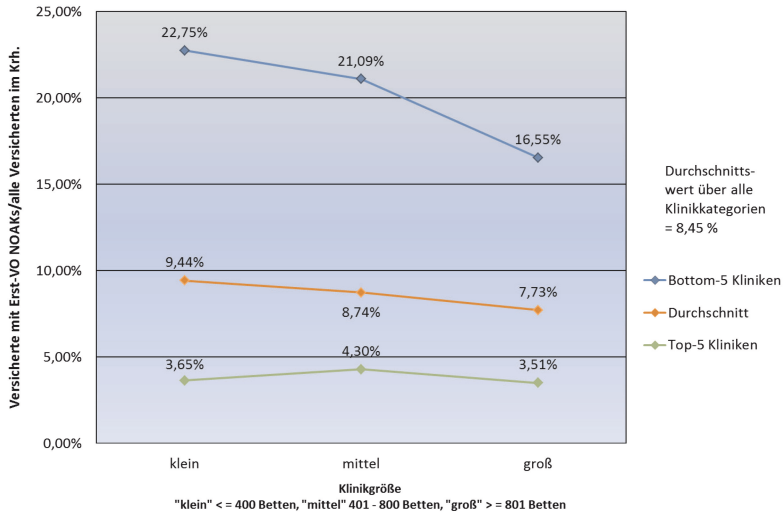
Durchschnittliche Anteile der Versicherten mit NOAK-Erstverordnung an allen im Krankenhaus behandelten TK-Versicherten mit VHF: Top-5 und Bottom-5 der Kliniken, differenziert nach Krankenhausgröße (01/ 2011-09/2013)
